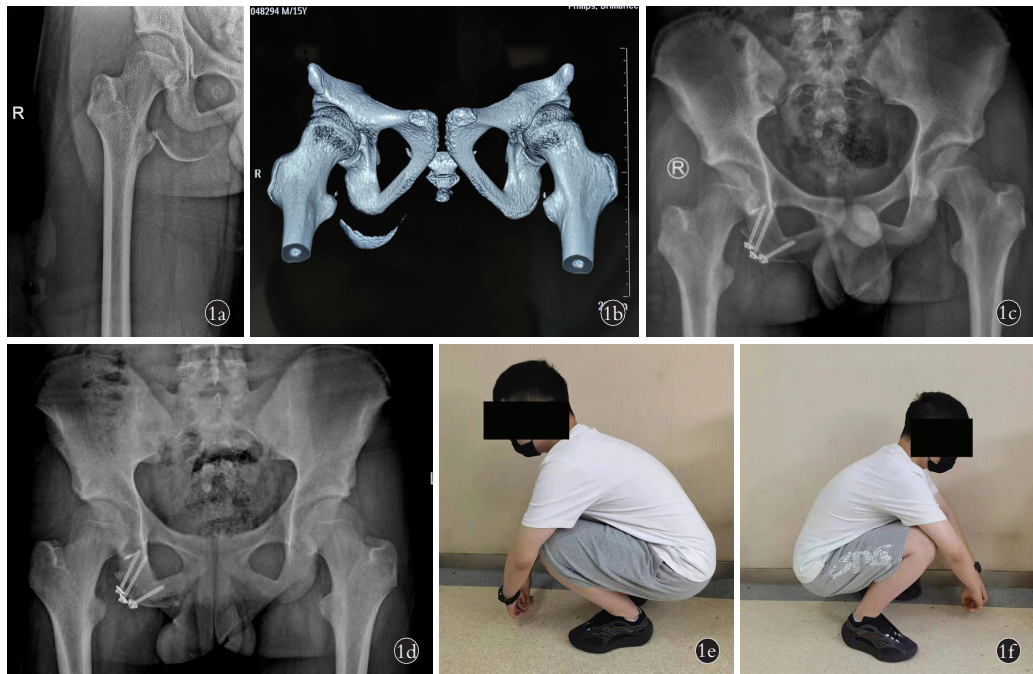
患者,男,15岁,右坐骨结节撕脱性骨折 1a. 术前 X 线片示右坐骨结节撕脱性骨折 1b. 术前 CT 示右坐骨结节撕脱性骨折,骨折断端明显移位 1c. 术后第 2 天 X 线片示骨折已复位,断端对位良好 1d. 术后 3 个月复查 X 线片示骨折断端对位良好,骨折线模糊 1e,1f. 术后 12 个月外观照示屈膝活动正常
